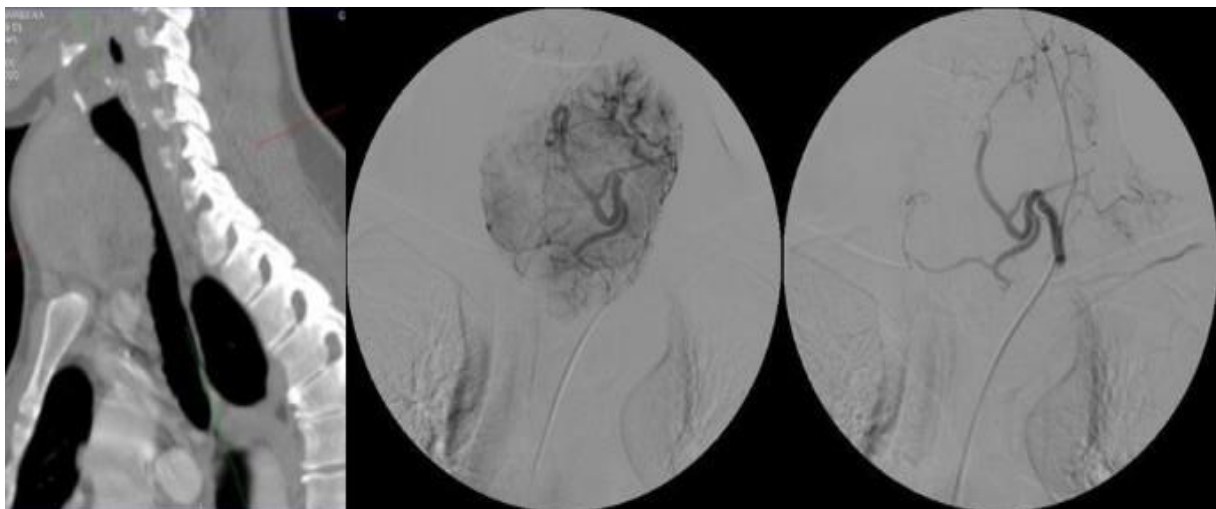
Компьютерная томография, показывающая компрессию трахеи (слева) и состояние до (посередине) и после SETA левой нижней щитовидной артерии (справа).
